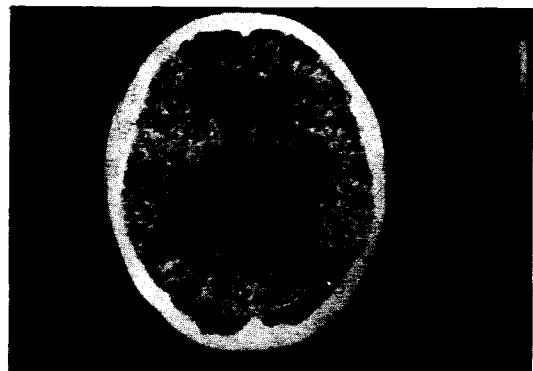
Case 3. Preoperative CT scan showed a round mass lesion in right temporal lobe with ill-defined central high density and minimal finger-like edema.
